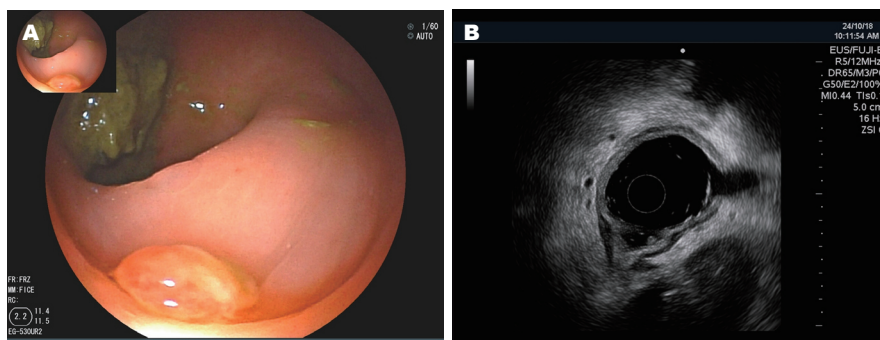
三月后复查. A: 原穿孔部位仍可见较小的肉芽组织; B: 超声内镜显示肠壁肉芽组织处肠壁层次结构清晰.
